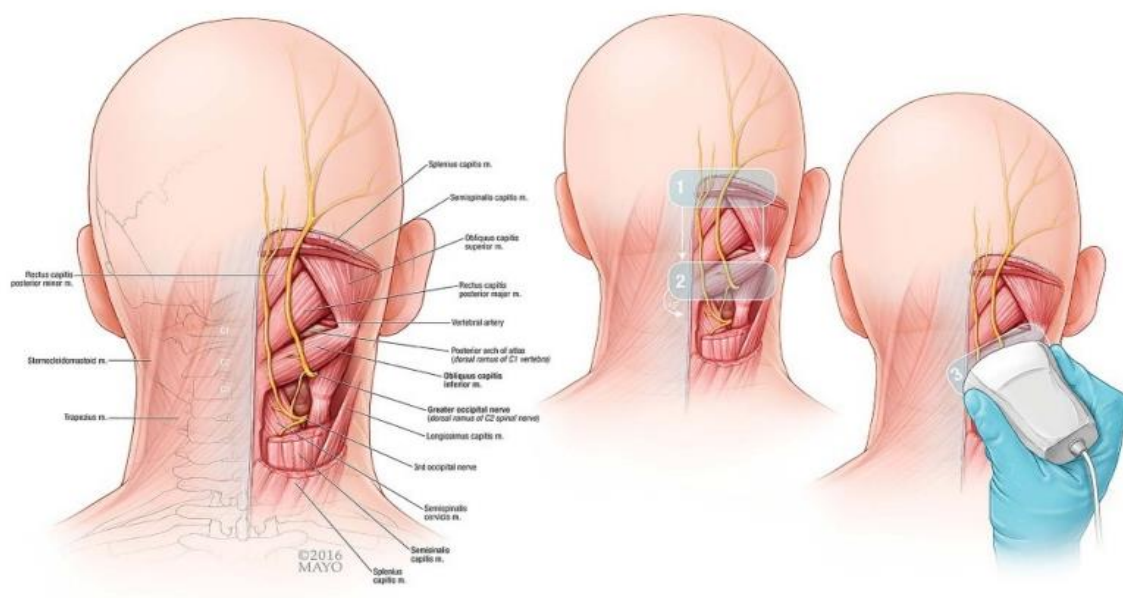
Posición adecuada de la sonda de ultrasonido para un bloqueo NOM al nivel de C2¹⁶⁶.
